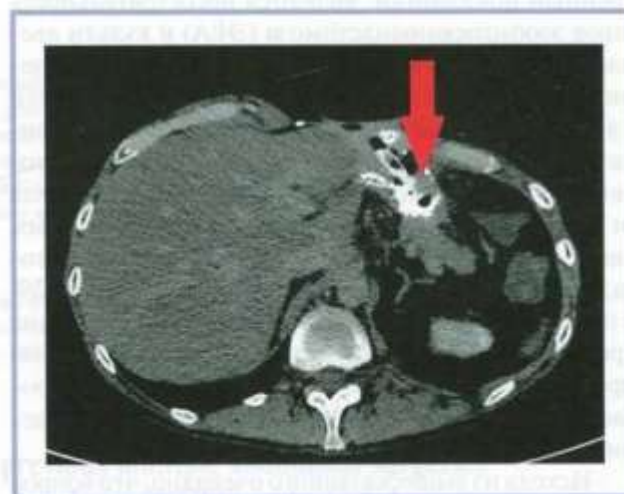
КТ-фистулограмма: установлено поступление контрастного вещества через дренаж к области полной несостоятельности ЭЕА.
